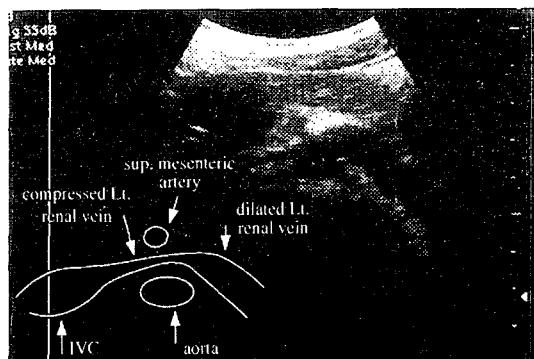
Ultrasonography shows severely compressed left renal vein between aorta and superior mesenteric artery and marked dilatation of left renal vein.
